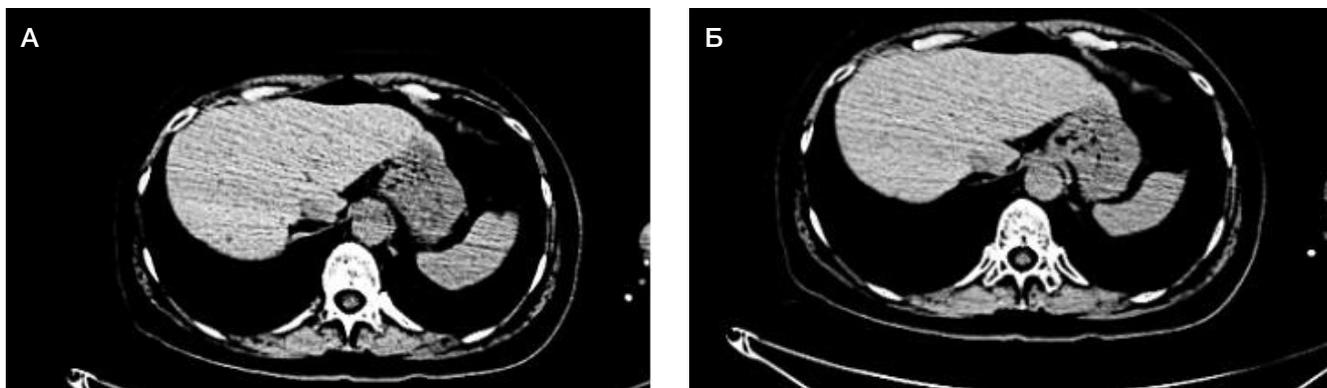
А, Б. Компьютерная томография брюшной полости от 30.11.2022. В обеих долях печени единичные метастатические очаги до 1,5 см (положительная динамика от 26.09.2022)
